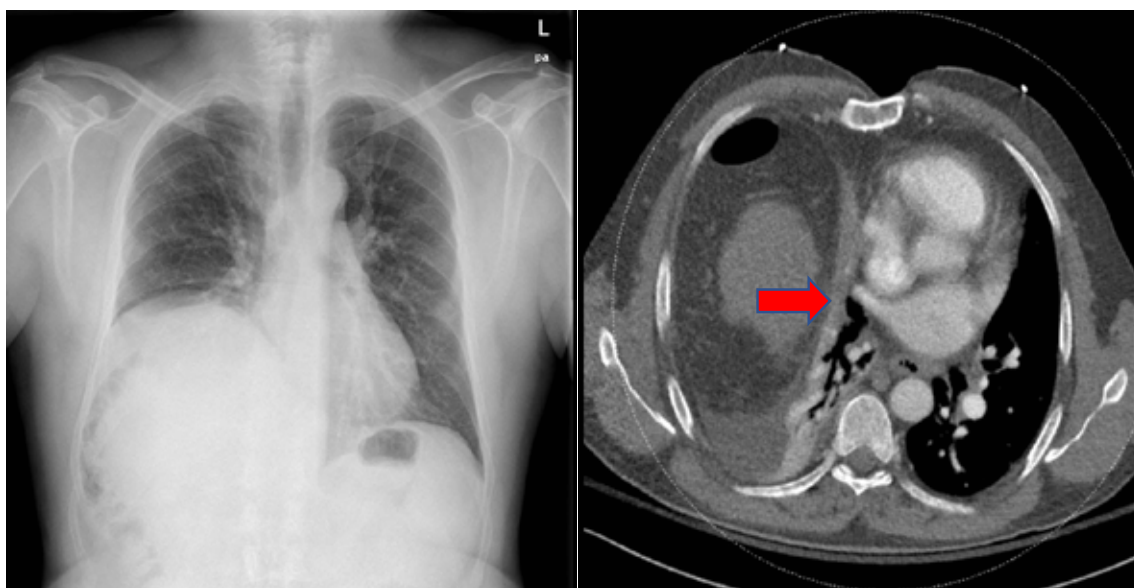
Rx de tórax AP y corte axial de ANGIO-TC de tórax. La flecha señala el esbozo bronquial del bronquio de lóbulo medio acompañado de la elevación de diafragma derecho.
